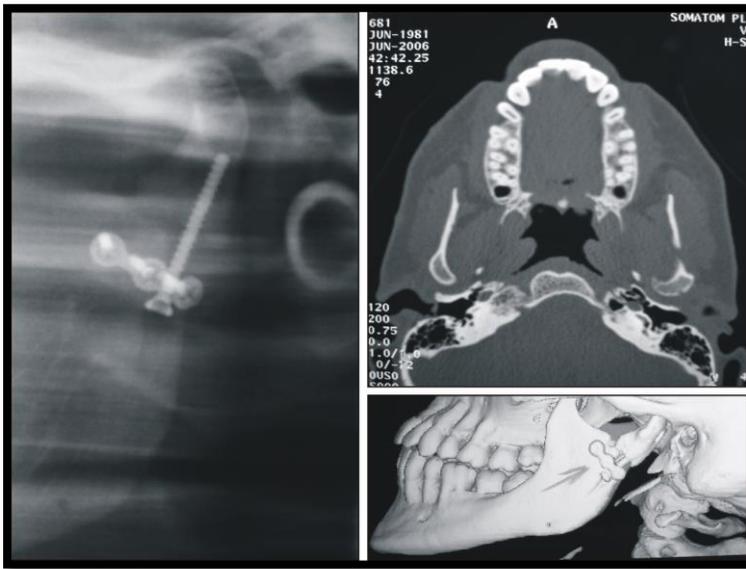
(A) X-Ray, (B) CT and (C) 3D reconstruction showing good fracture reduction and the correct position of the mandibular condyle
